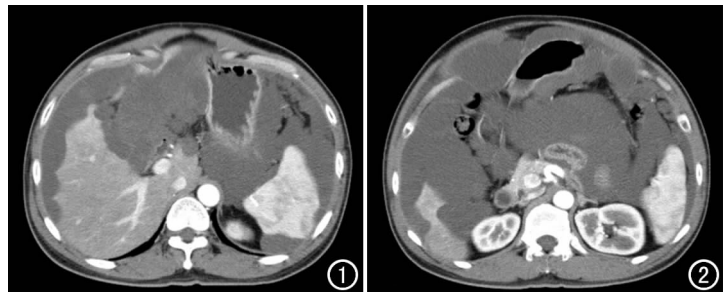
CT 示肝脏边缘多个“扇贝”样压迹, 肝、胃和脾周可见多发黏液团块影。图 2 CT 示黏液团块浸润腹腔脏器, 形成网膜饼。
